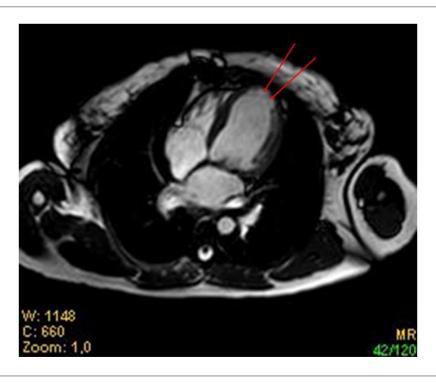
Resonancia magnética cardíaca en corte horizontal mostrando área de realce tardío subepicárdico en pared anterior medio-apical y segmento ántero-septal de la porción media de ventrículo izquierdo (flechas rojas).
